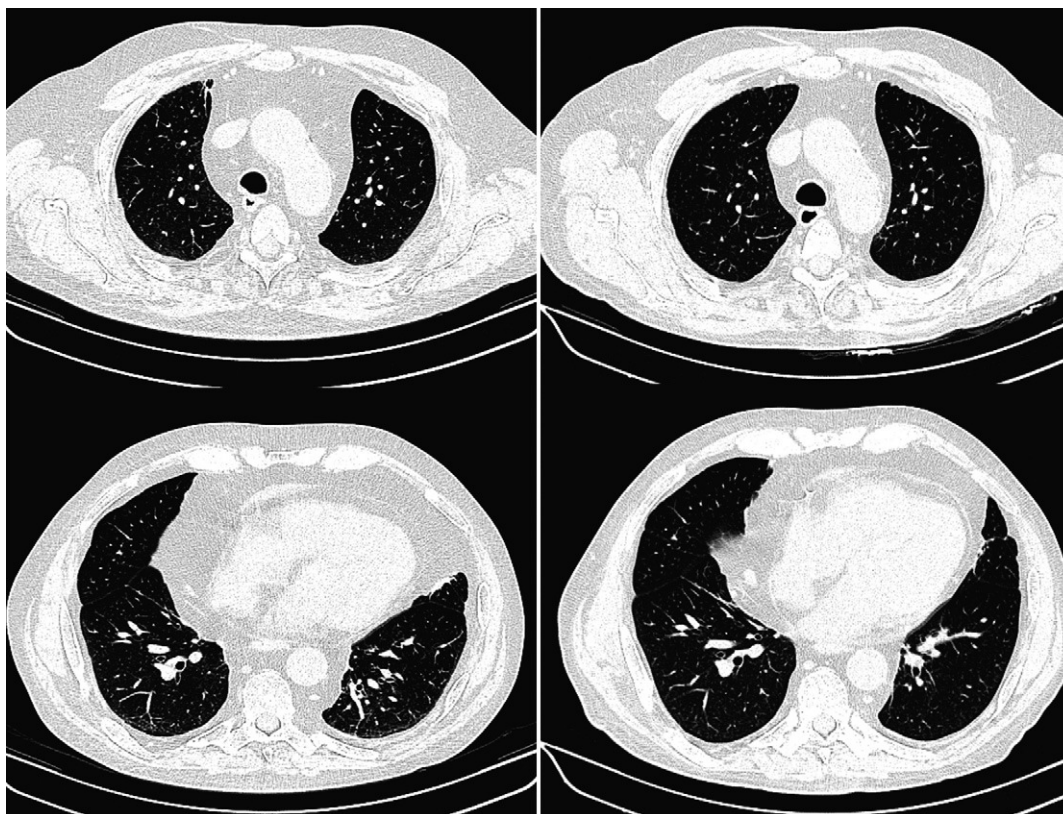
Tomografía computarizada torácica. Cortes axiales a la altura del cayado aórtico (arriba) y de las almohadillas grasas epicárdicas (abajo). Izquierda: estudio inicial que demuestra una marcada lipomatosis mediastínica. Derecha: estudio realizado a los 6 meses de la retirada del tratamiento con corticoides. Se aprecia una significativa disminución de la grasa mediastínica pasando a nivel del arco aórtico de 91 a 46 mm.
